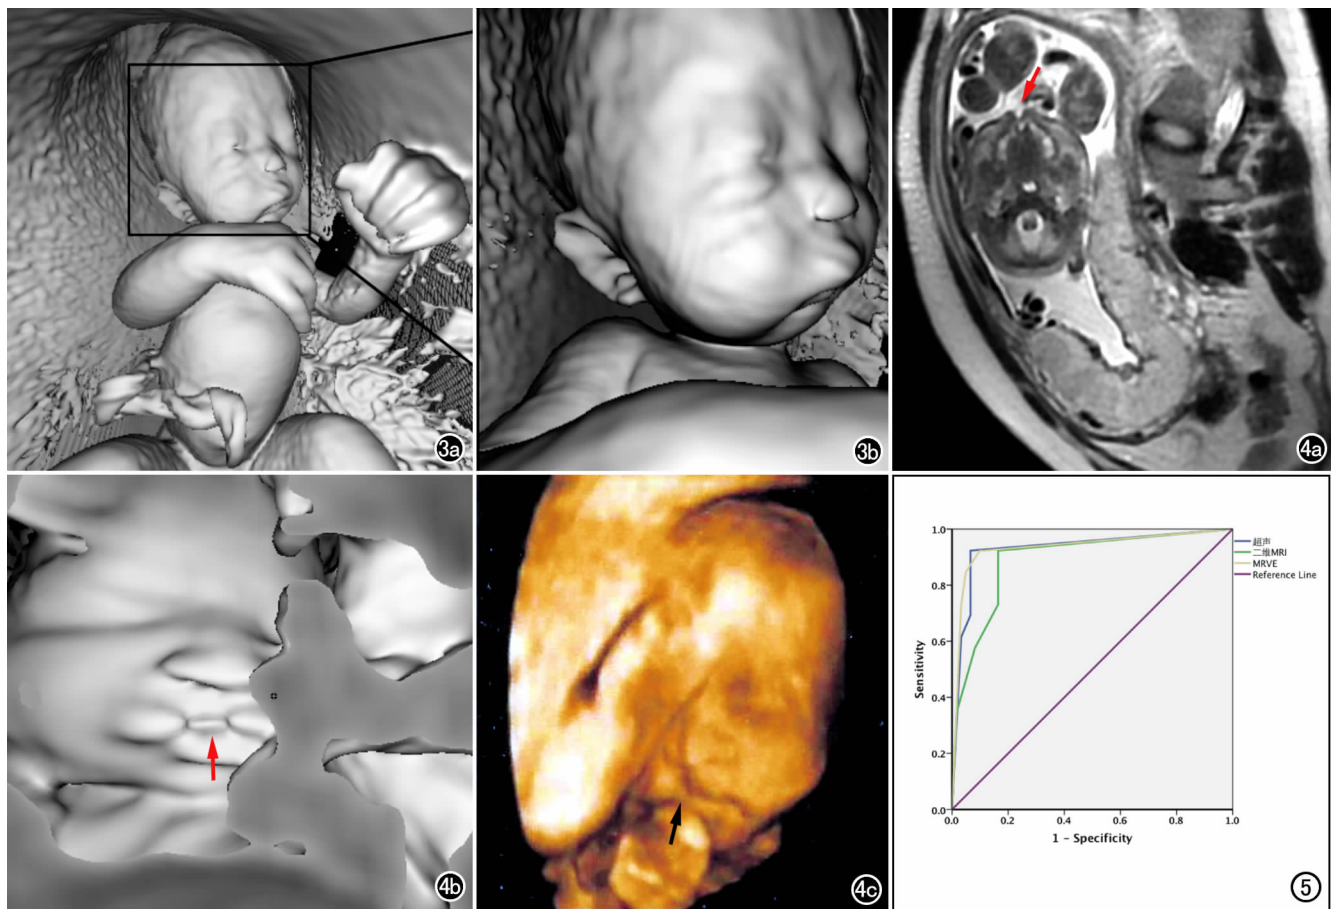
正常胎儿面部。a)MRVE 清晰显示胎儿面部形态;b)为图 a 的局部放大图。图 4 胎儿唇裂,超声和 MRI 均显示胎儿上唇裂隙样改变(箭)。a) 3D US; b) 2D MRI; c) MRVE 图像。图 5 2D-MRI、超声和 MRVE 图像诊断胎儿面部异常的 ROC 曲线,AUC 值分别为 0.891、0.930 和 0.935,以 MRVE 图像的诊断效能最大。
